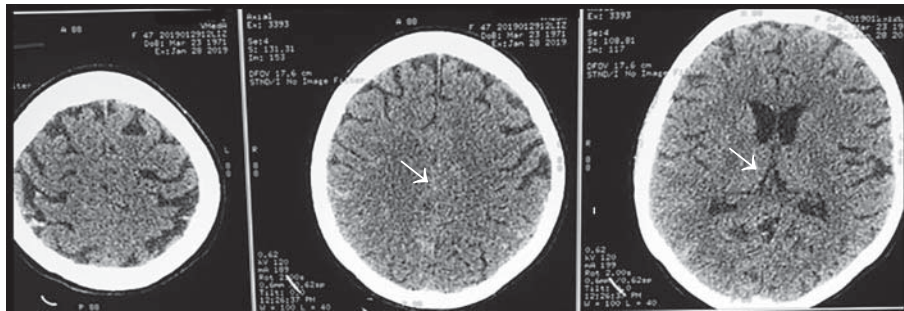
КТ головы. Определяются признаки минимального субарахноидального кровоизлияния в височной доле справа, аксиальной дислокации 1 – 2 степени
